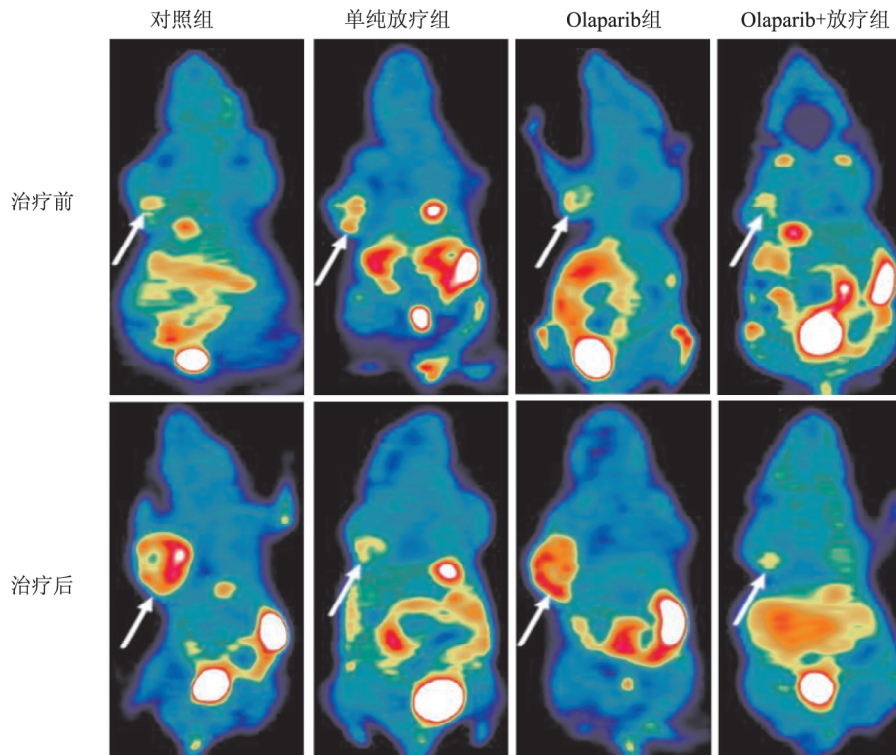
各组乳腺癌裸鼠治疗前后<sup>18</sup>F-FLT Micro PET/CT 显像图
